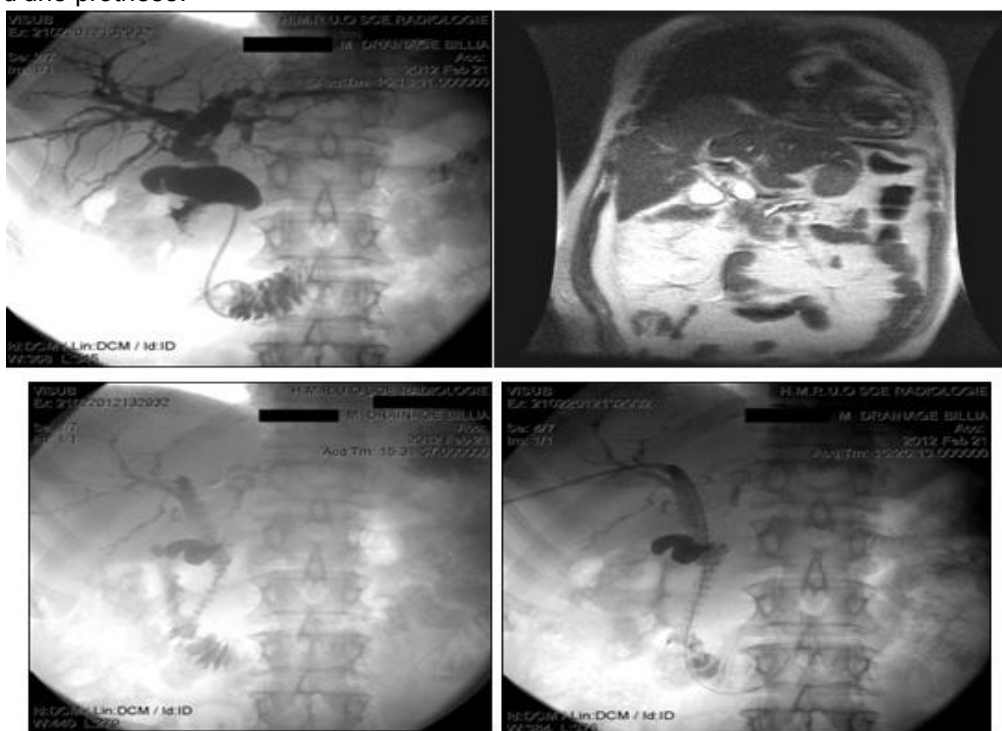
Adénocarcinome de la tête du pancréas. A : IRM. Cancer de la tête du pancréas. Mise en place d'une prothèse métallique autoexpansive de 8cm dans la VBP. B: Drainage externe interne de décompression. C et D: Prothèse perméable dans la VBP faisant saillie de 1cm dans le duodénum.
